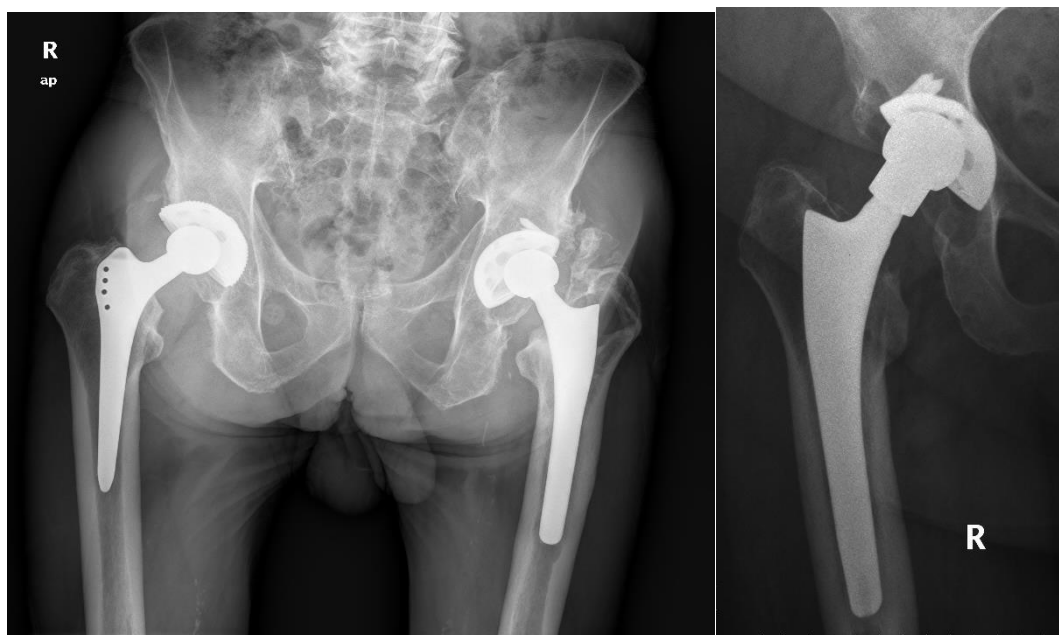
A) Radiografía anteroposterior de pelvis operada de prótesis total de ambas caderas (cadera derecha con prótesis de Zweymüller, cadera izquierda con prótesis Duraloc-Profile). La cadera izquierda con buen resultado clínico muestra desgaste excesivo los 22 años de evolución. B) Radiografía anteroposterior de cadera derecha con prótesis total de cadera Duraloc-Profile, con buen resultado clínico y 24 años de evolución, muestra desgaste excesivo.
